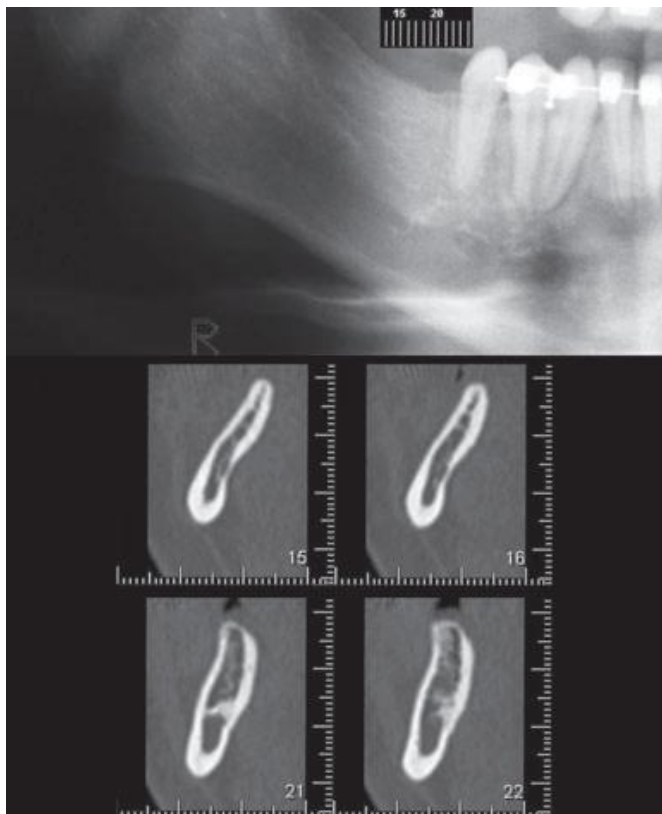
Radiografia panorâmica demonstrando excelente altura óssea na região de molar inferior direito. Imagem CT transversal reformatado, mostrando imagens de tomografia óssea em altura razoável, mas o cume vestibulo-lingual é estreito
